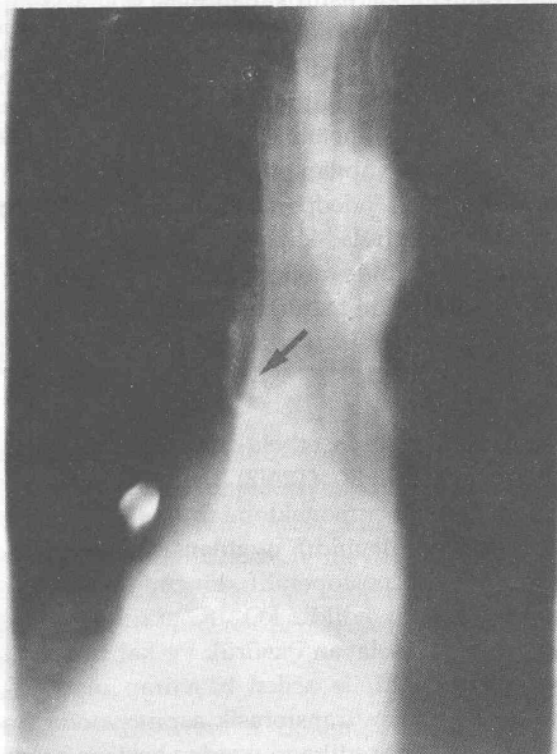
1.olgunun preoperatif grafisi
